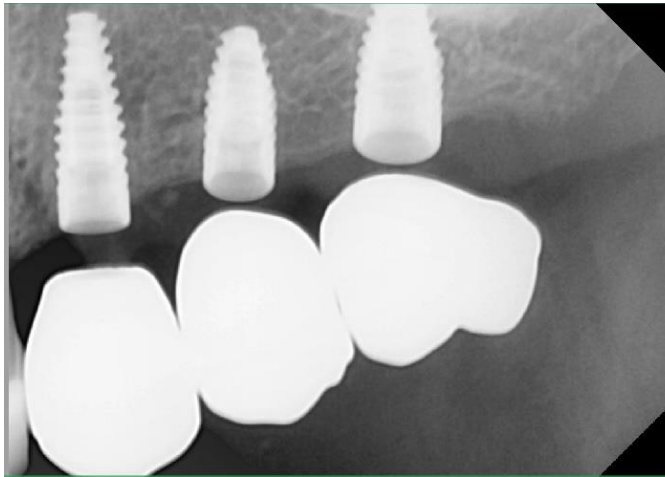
Radiografía de aditamentos múltiples provisionales
